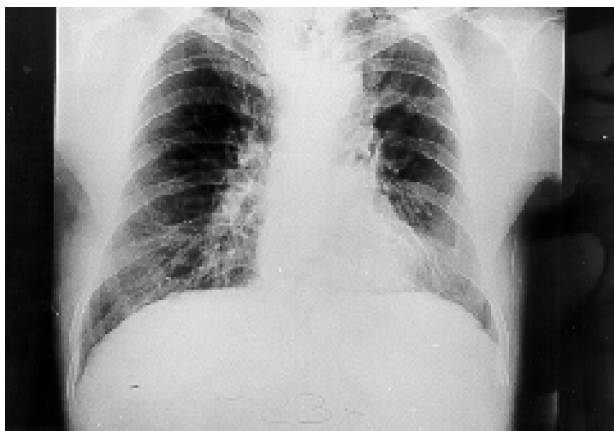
Radiografía de tórax días después: la ventilación pulmonar es adecuada. A nivel del parénquima pulmonar no se identifica la presencia de infiltrados inflamatorios, depósitos secundarios ni áreas de consolidación. Hacia el campo pulmonar izquierdo se identifica la presencia de bandas de fibrosis.
